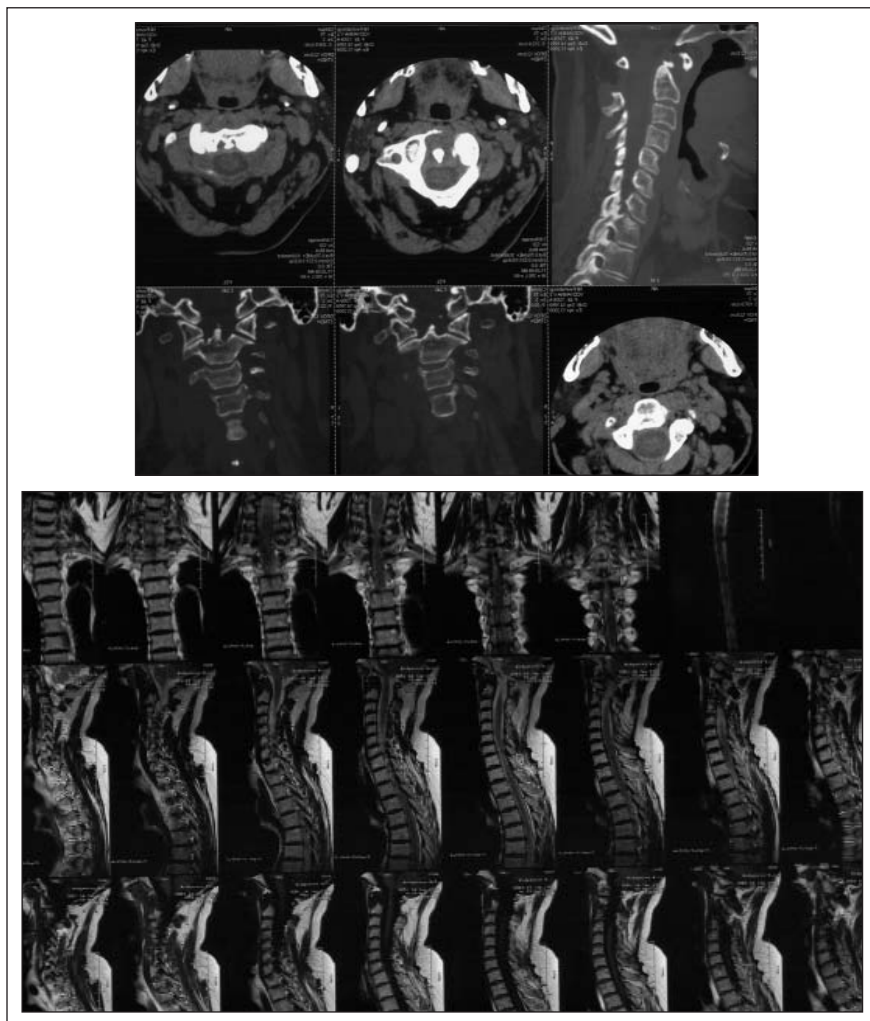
Компьютерная томограмма шейного отдела позвоночника больной В-ной (2009)
